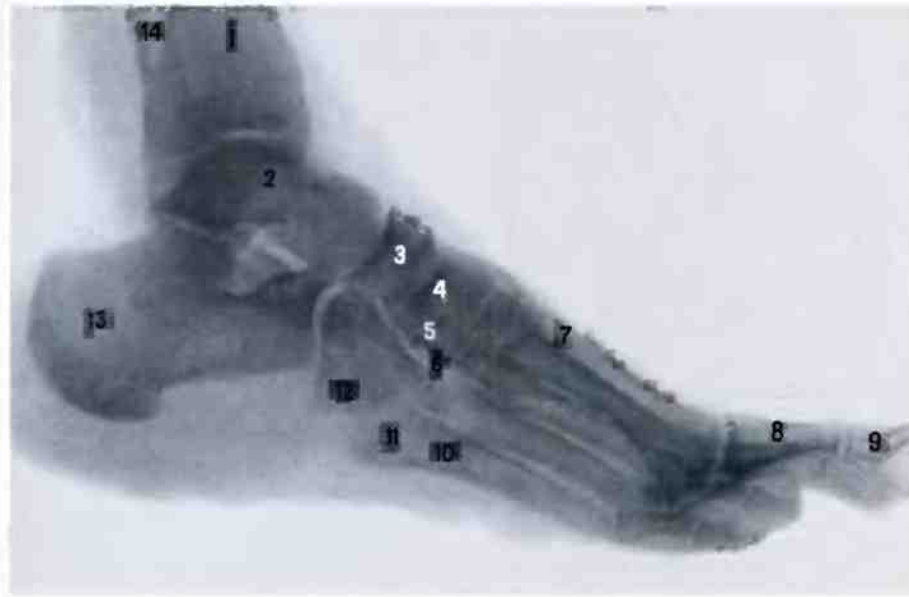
Суставы стопы, правой (рентгенограмма). (Пальцы стопы в состоянии сгибания.)
